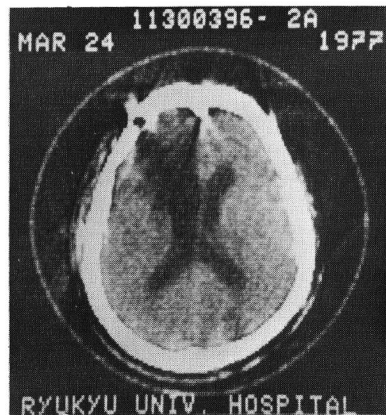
CT scan, after operation, shows no abnormal low density area.
